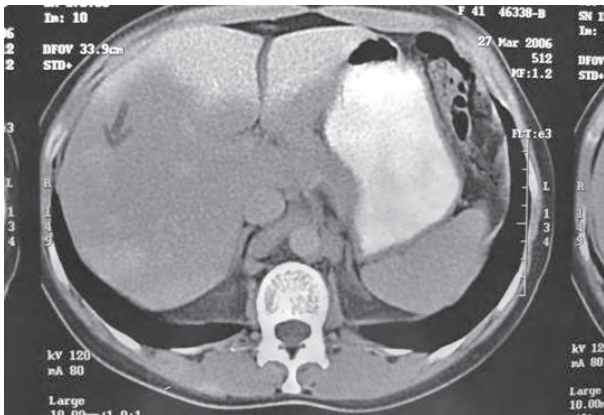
Tomografía axial de abdomen, donde se aprecian imágenes en hígado compatibles con hemangiomas.
